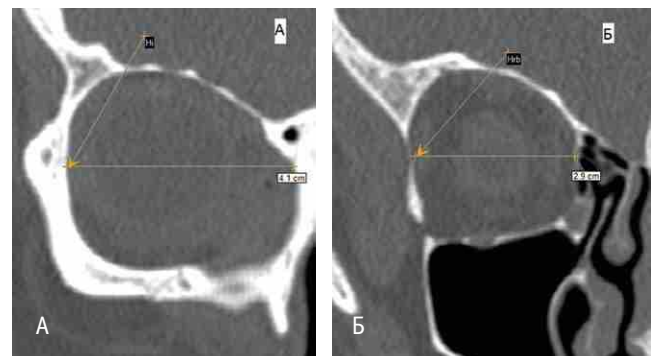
Компьютерная томограмма, фронтальная плоскость. Оценка дистопии глазного яблока в верхне-нижнем направлении (гипофтальм).
